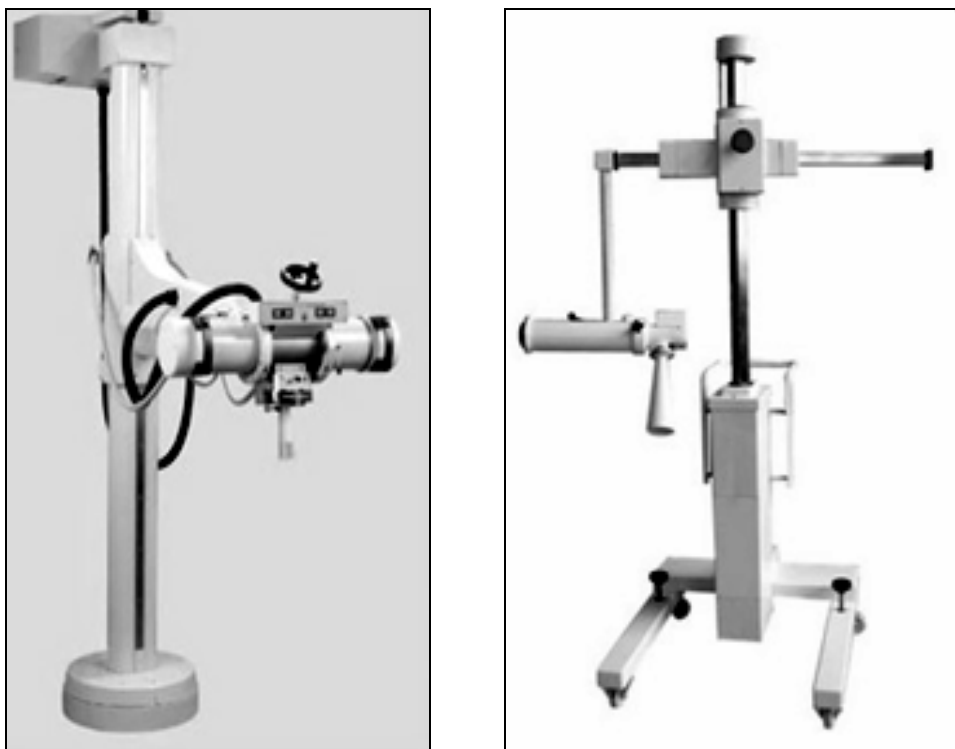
Современные рентгеновские установки для лучевой терапии.
